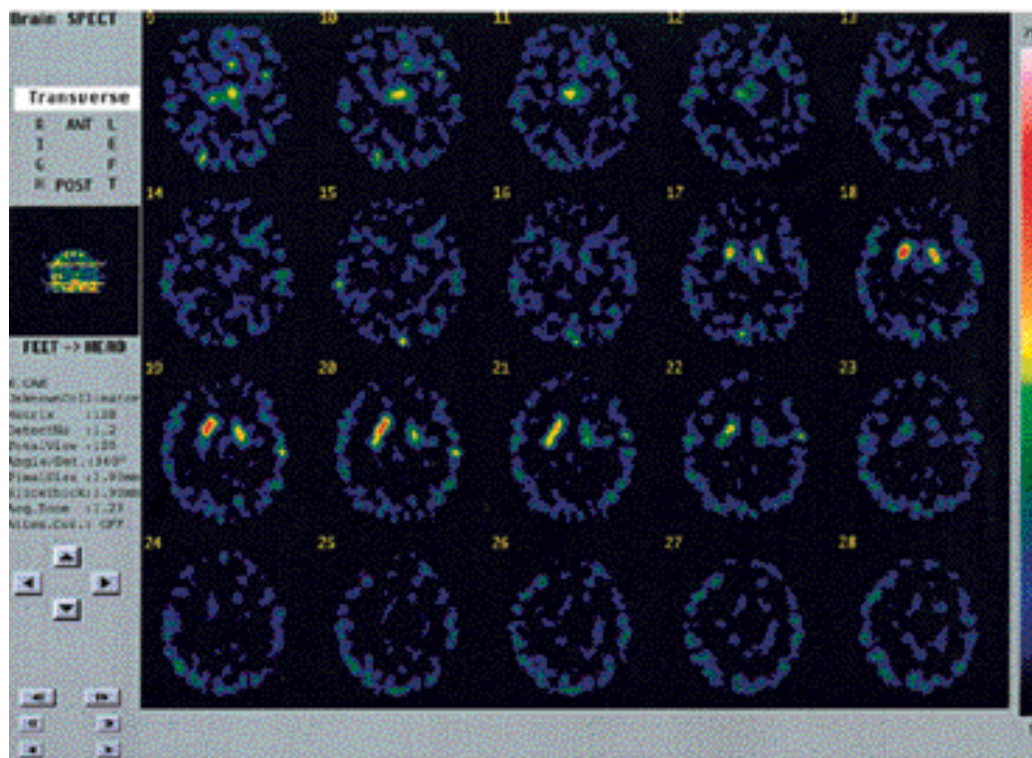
Single-photon emission computed tomography (SPECT) axial images from a patient 1 after injection of 185 MBq of I-123 labeled with IPT. It shows asymmetric reductions in striatal dopamine transporter binding more marked in the putamen than caudate.
